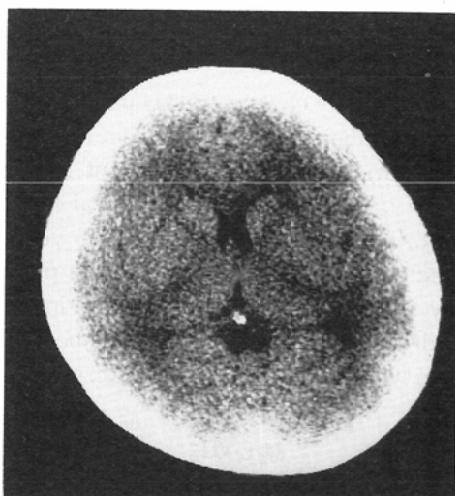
7-year-old girl. She had precocious puberty. Definite pineal calcification and habenular calcification is present on CT. But the pineal calcification was not visible on plain radiographs (Grade 2).
